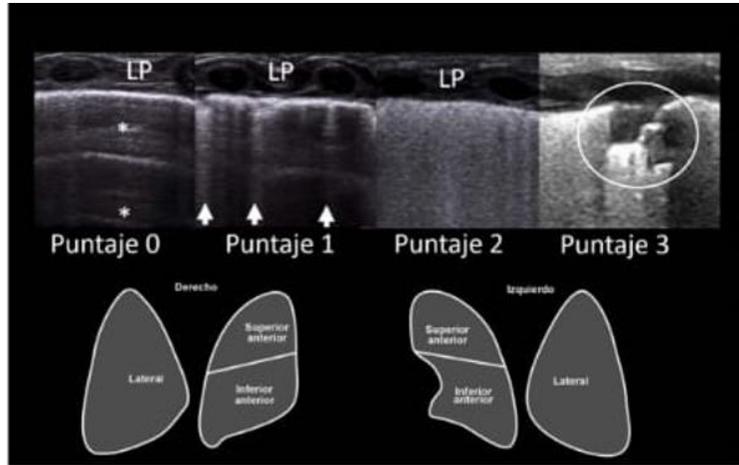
IMÁGENES ILUSTRATIVAS DE PUNTAJES EN EL USG PULMONAR
